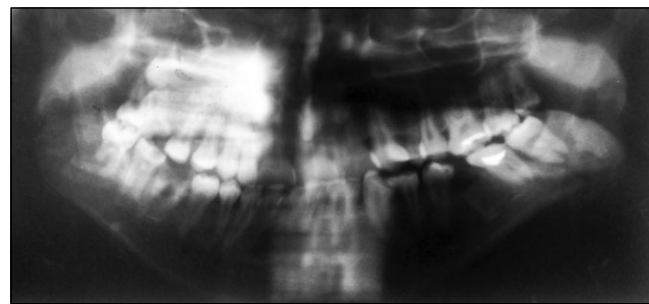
Ортопантомограмма пациента М. Диагноз: хронический травматический остеомиелит в области угла нижней челюсти слева
